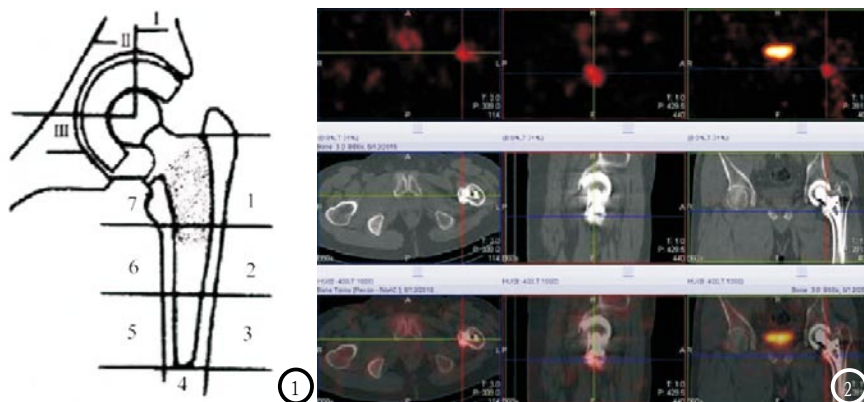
髋关节置换术后关节分区；图2 假体周围骨质溶解SPECT/CT影像。
